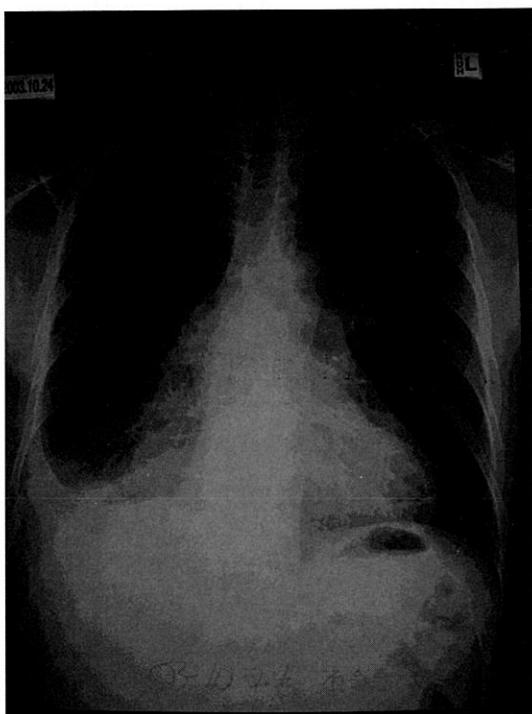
Chest X-ray showing Rt. hilar enlargement and pleural effusion
